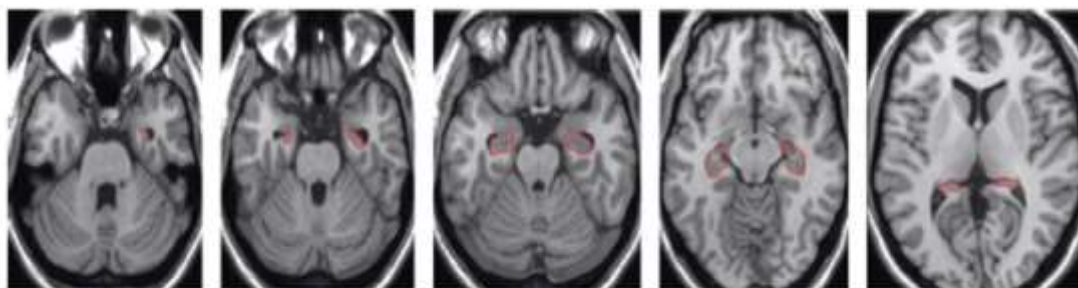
Delineation de l'hippocampe à partir des recommandations de Gondi et al. [29]. RM, séquence T1, coupe axiale, en rouge : hippocampe.
